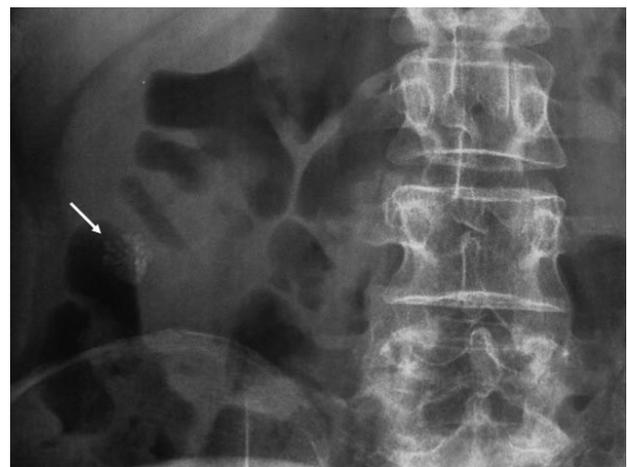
Imagen de radiografía simple de abdomen (litiasis intradiverticular señaladas con flecha) y urografía intravenosa.
